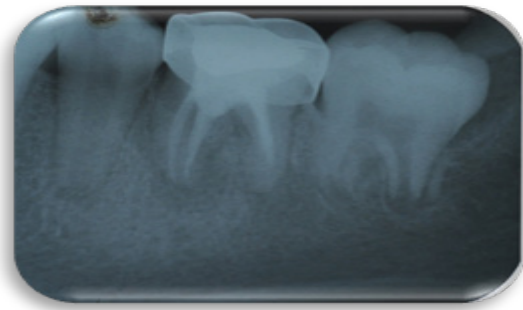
Radiografía final a los 12 meses de haber realizado el tratamiento se observa evolución exitosa y se decide colocar corona de acero cromo.
